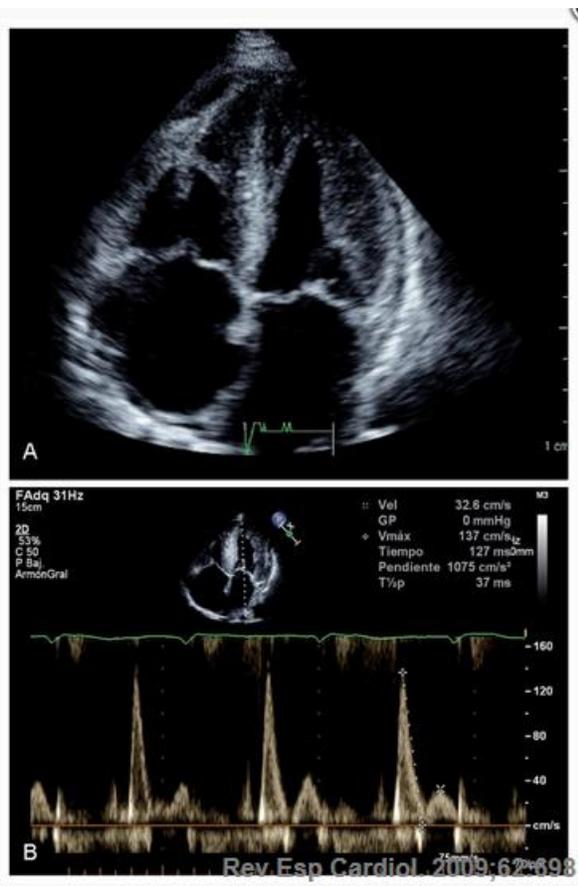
Ecocardiograma del paciente 1. A: dilatación de ambas aurículas con aumento de grosor del septo interauricular. Ventrículo izquierdo con engrosamiento de paredes y ecogenicidad aumentada. Válvulas engrosadas. B: Doppler mitral con datos de restricción severa. (Manuel Gómez-Bueno 2009)
